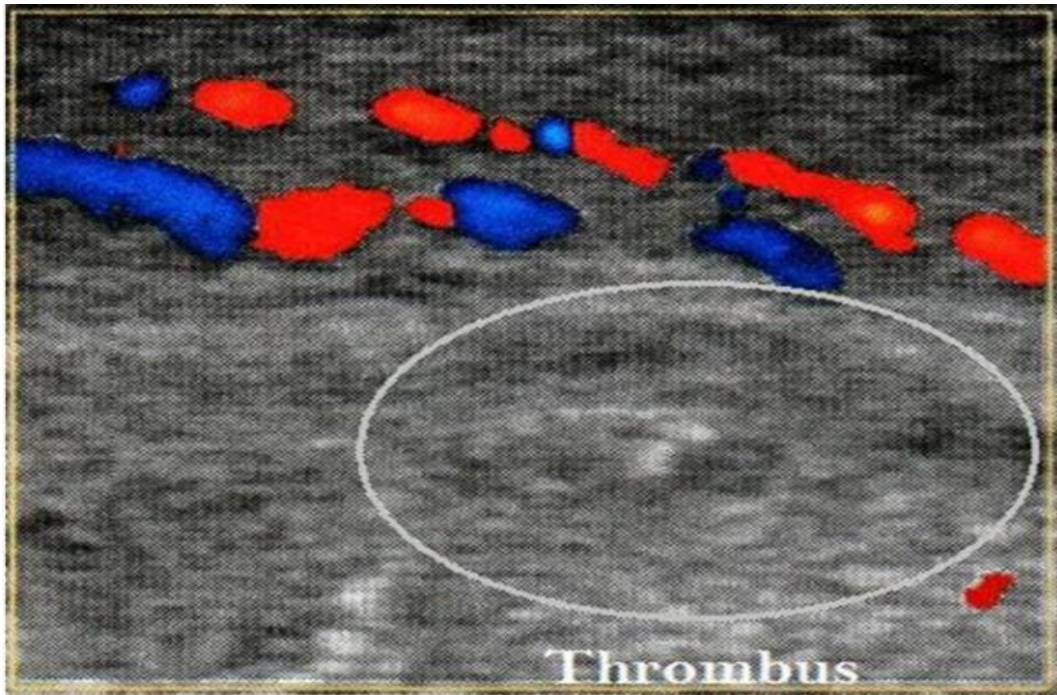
Echo-doppler pénien : thrombus écho-gène au sein d'une veine distendue et incompressible
